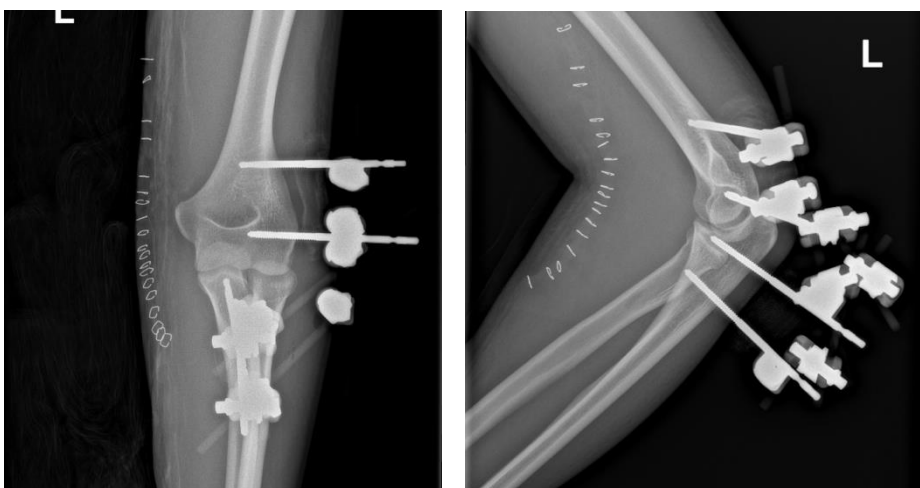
Radiografía AP y lateral codo izquierdo con fijador externo.
